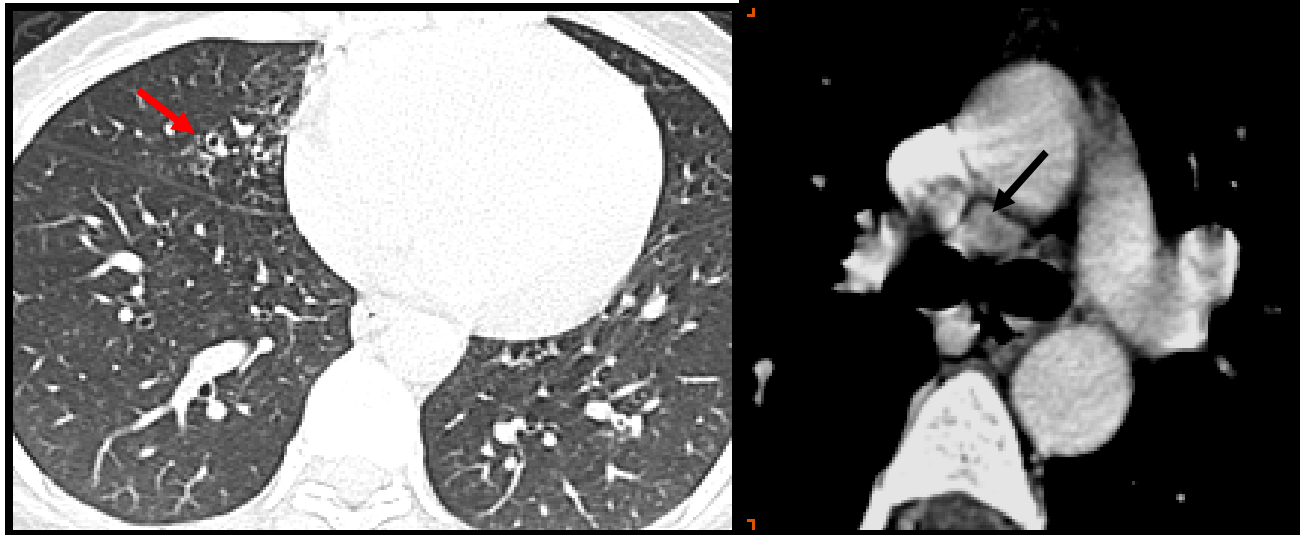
(cas N°21): TDM thoracique coupes axiales, en fenêtre parenchymateuse et médiastinale après injection de produit de contraste :
